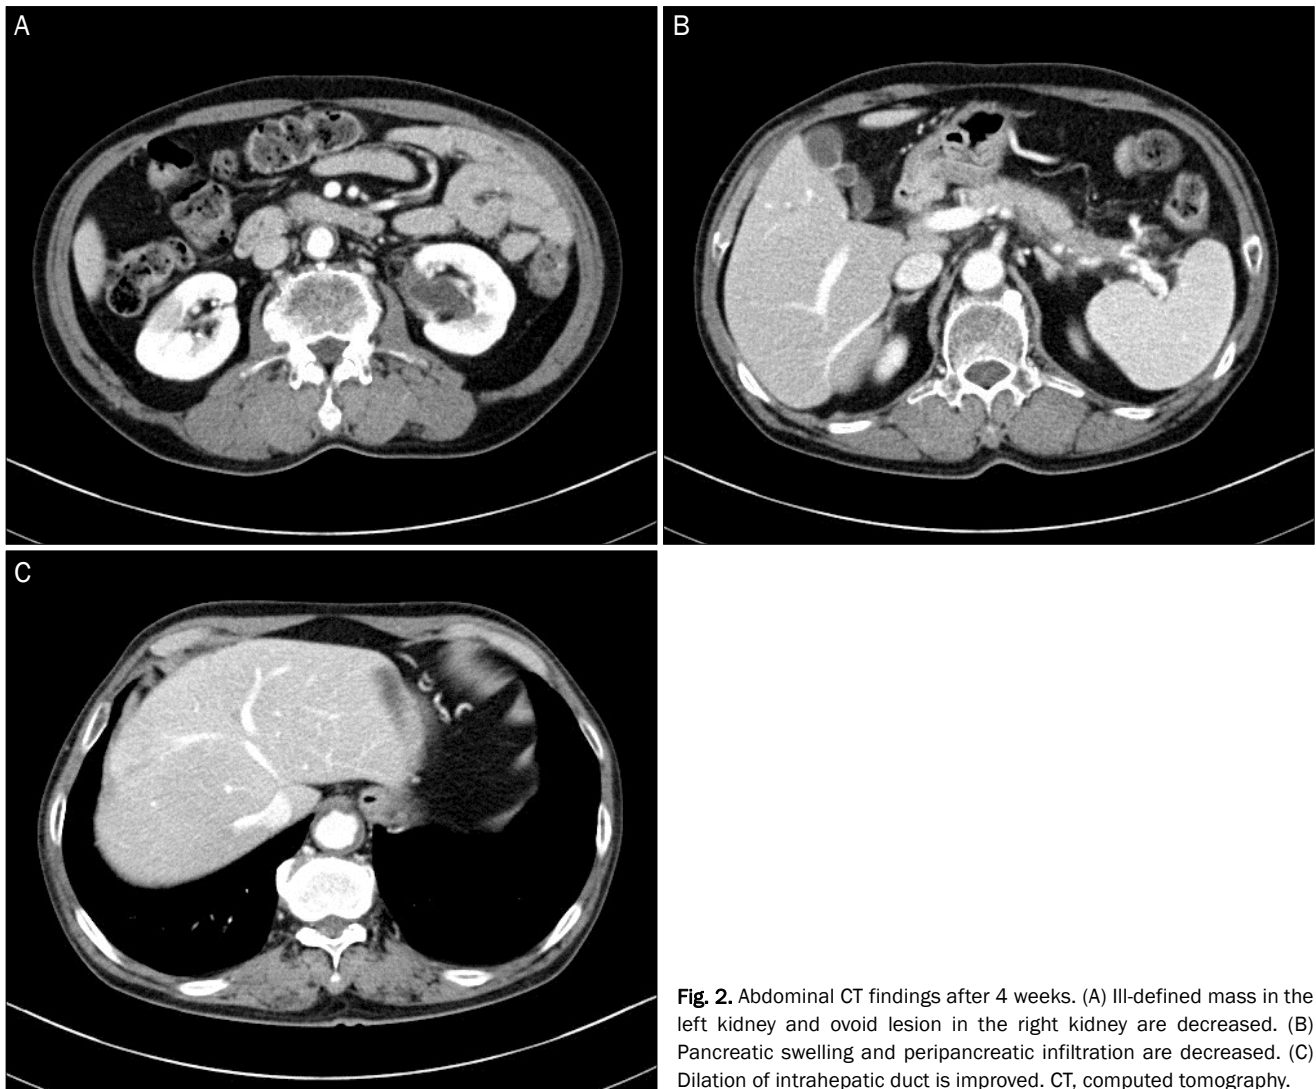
Abdominal CT findings after 4 weeks. (A) III-defined mass in the left kidney and ovoid lesion in the right kidney are decreased. (B) Pancreatic swelling and peripancreatic infiltration are decreased. (C) Dilation of intrahepatic duct is improved. CT, computed tomography.
